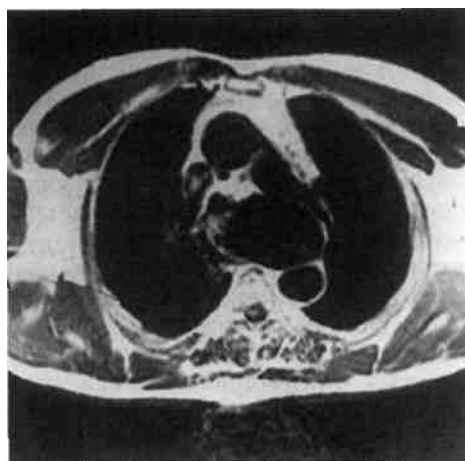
Поперечный срез на компьютерной томограмме аневризмы дистального отдела дуги аорты, демонстрирующий дугу аорты и нисходящую грудную аорту, а также деформацию и аневризму аорты в области дистального отдела дуги аорты.
